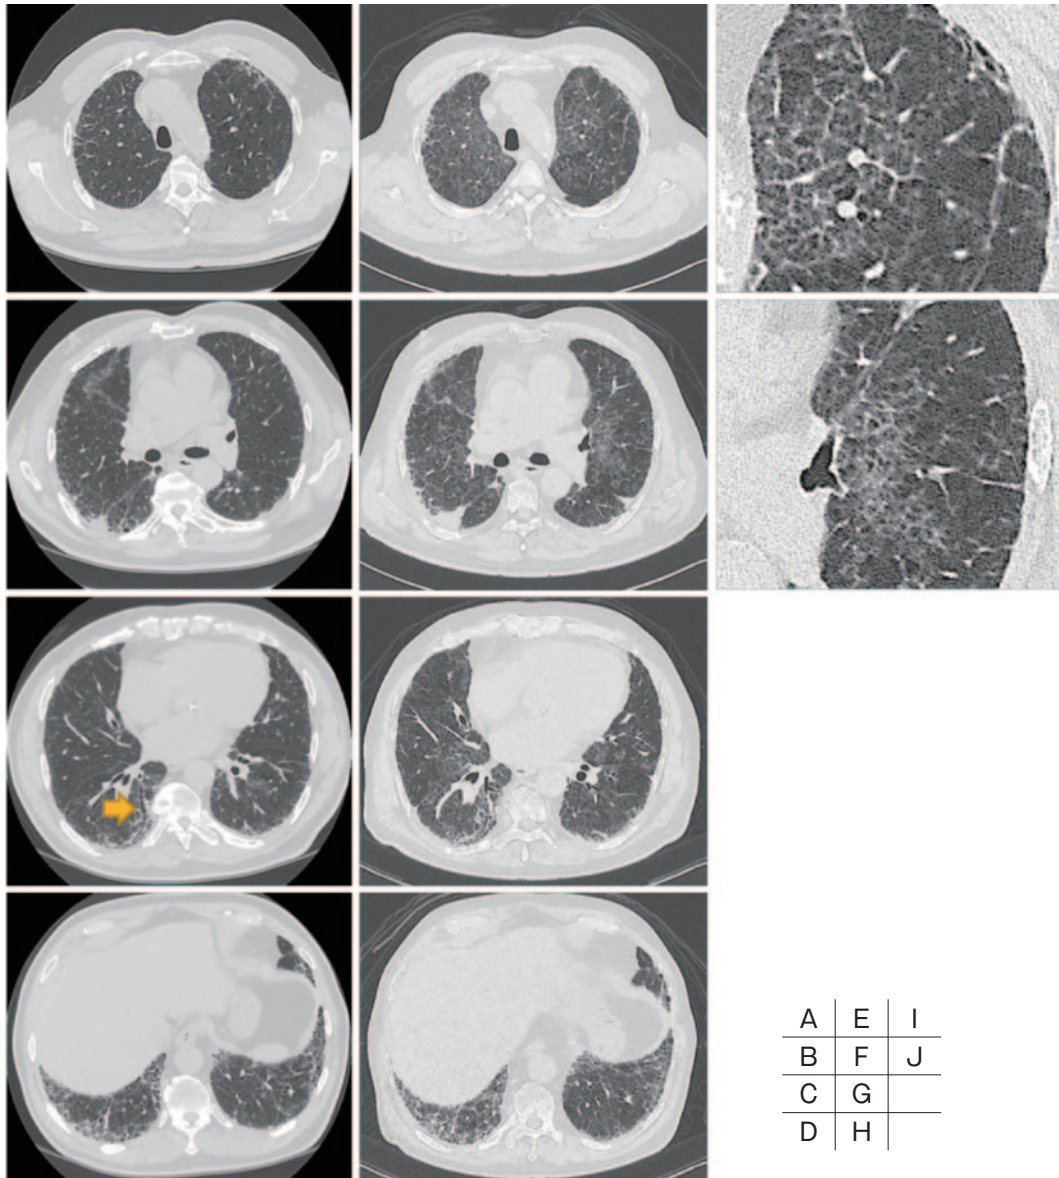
胸部CT. (A~D) 初診時：胸膜直下の網状影，下葉に牽引性気管支拡張（矢印）を認めた. (E~H) 入院時：両側肺の上葉優位に中枢側から広がるすりガラス影が出現しており，小葉間隔壁の肥厚を伴っている. (I, J) 入院時CTの左上葉の拡大図.
